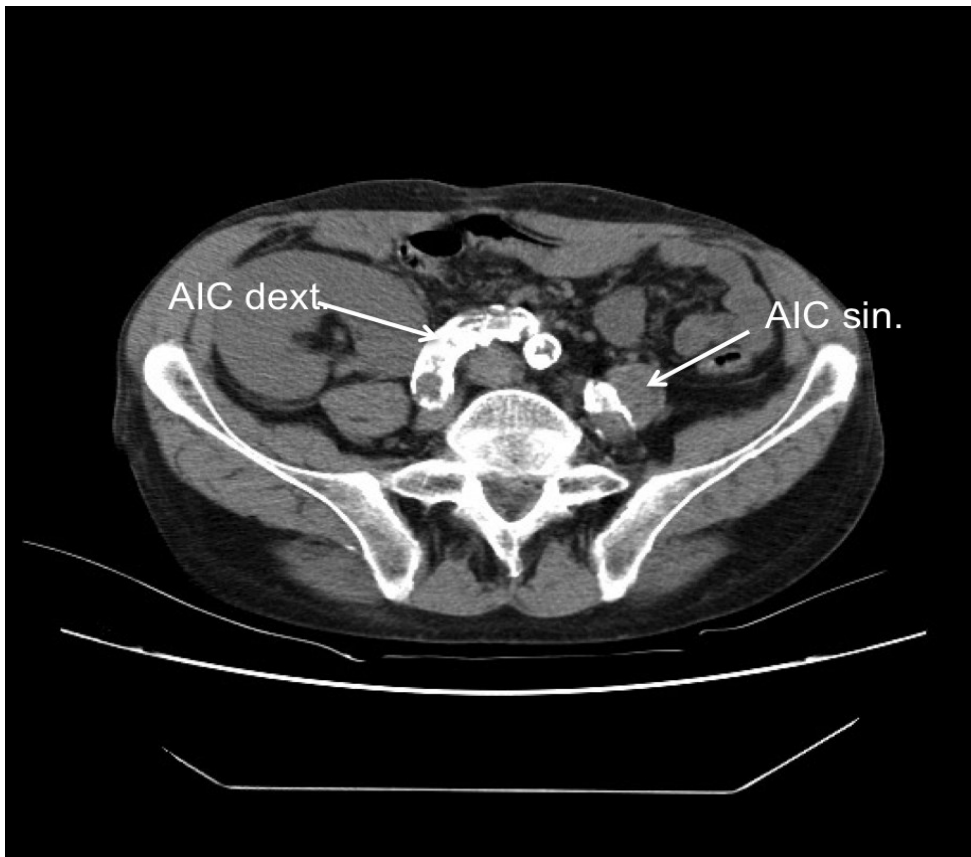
CT-Bild Verkalkungsgrad 3 (27)
